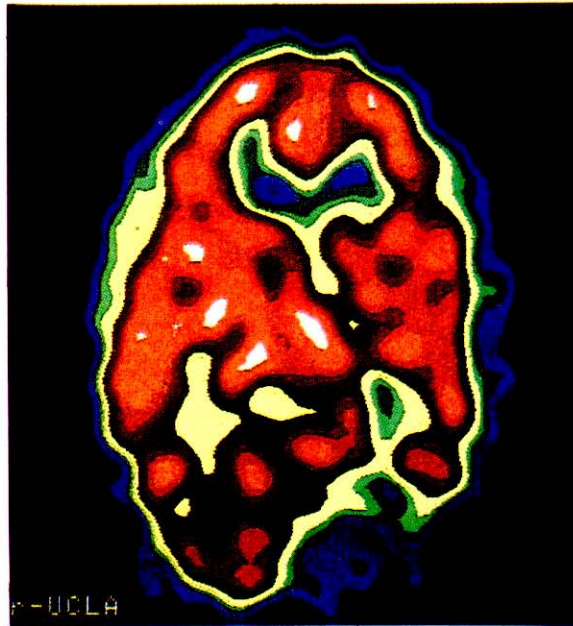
SPECT muestra 50 a 70% de reducción de perfusión cerebral en lóbulo occipital izquierdo en un paciente con alexia sin agrafia.
